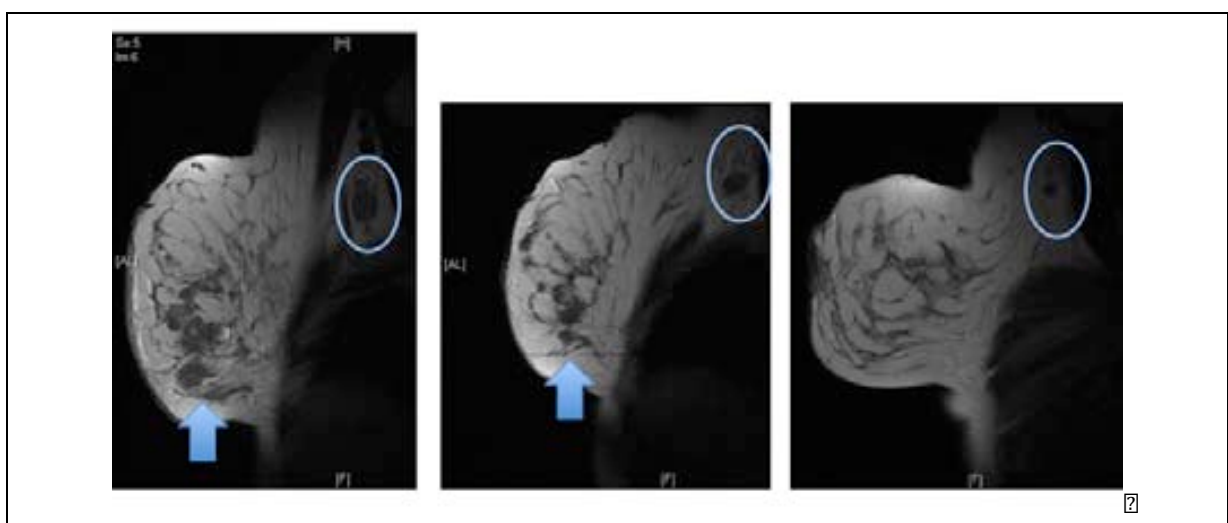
Valoración radiológica por RMN (Institut Universitari Dexeus).
